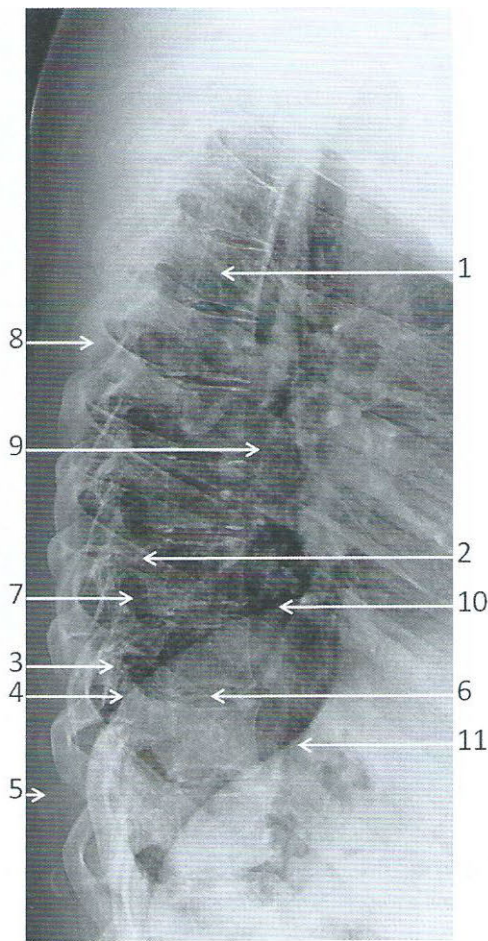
Radiographie du rachis dorsal de profil
